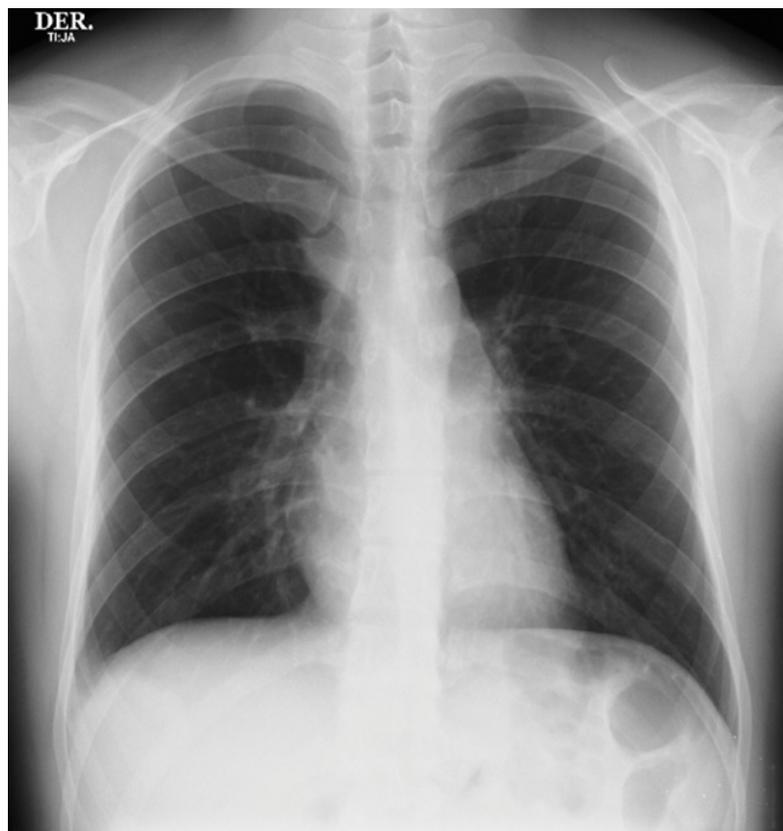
RX de tórax: radiografía sin opacidades o cambios significativos que expliquen deterioro respiratorio presentado. Fuente: los autores.
